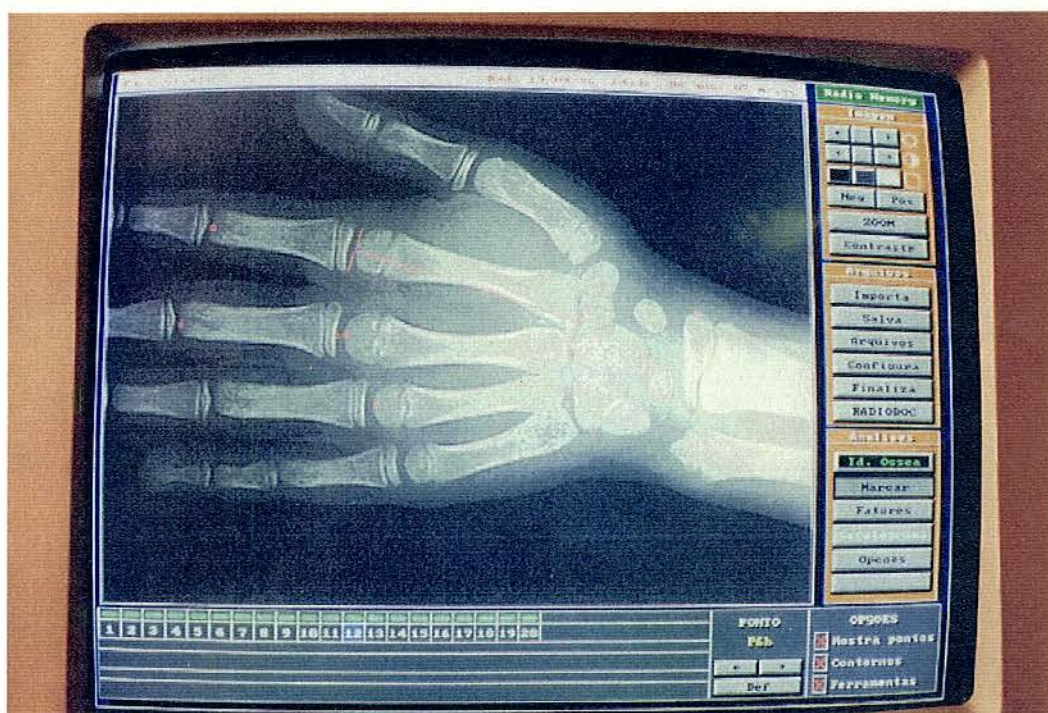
Radiografia digitalizada para o *Soft Ware RADIOCEF*.
